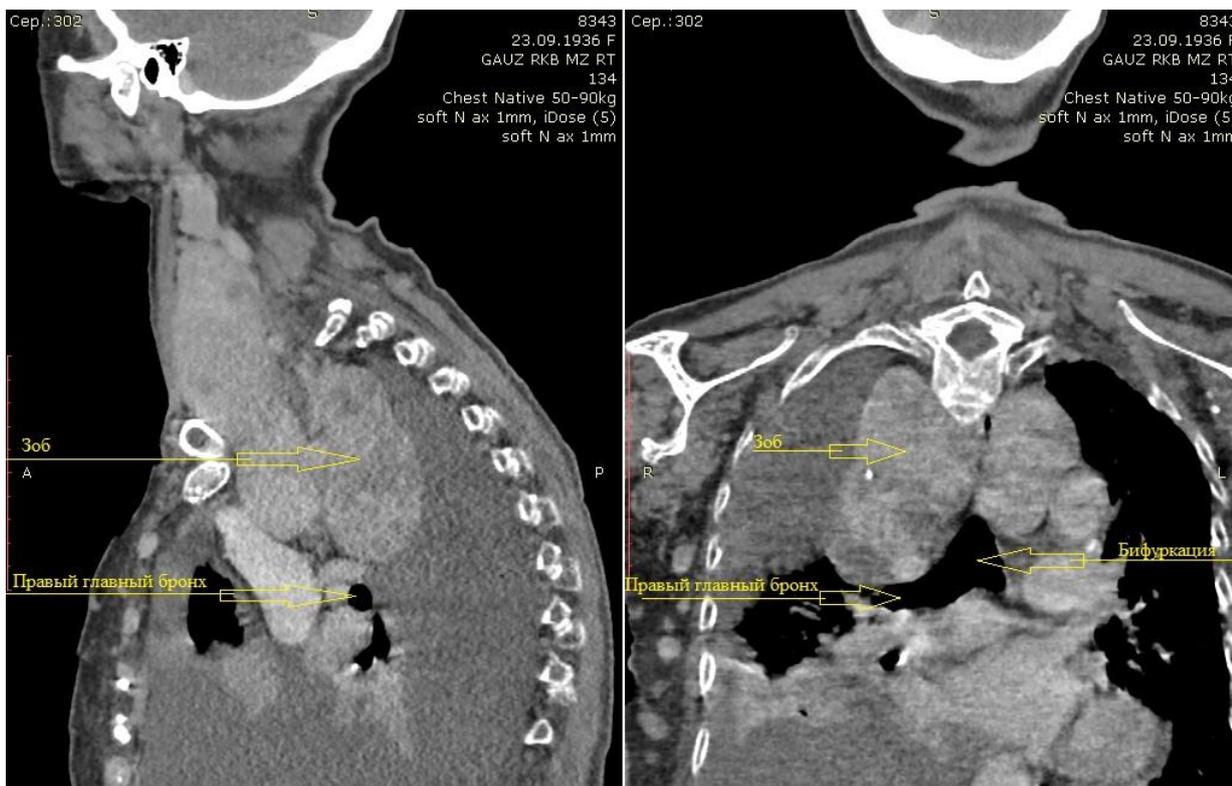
КТ органов грудной клетки. Зоб III степени со сдавлением трахеи
